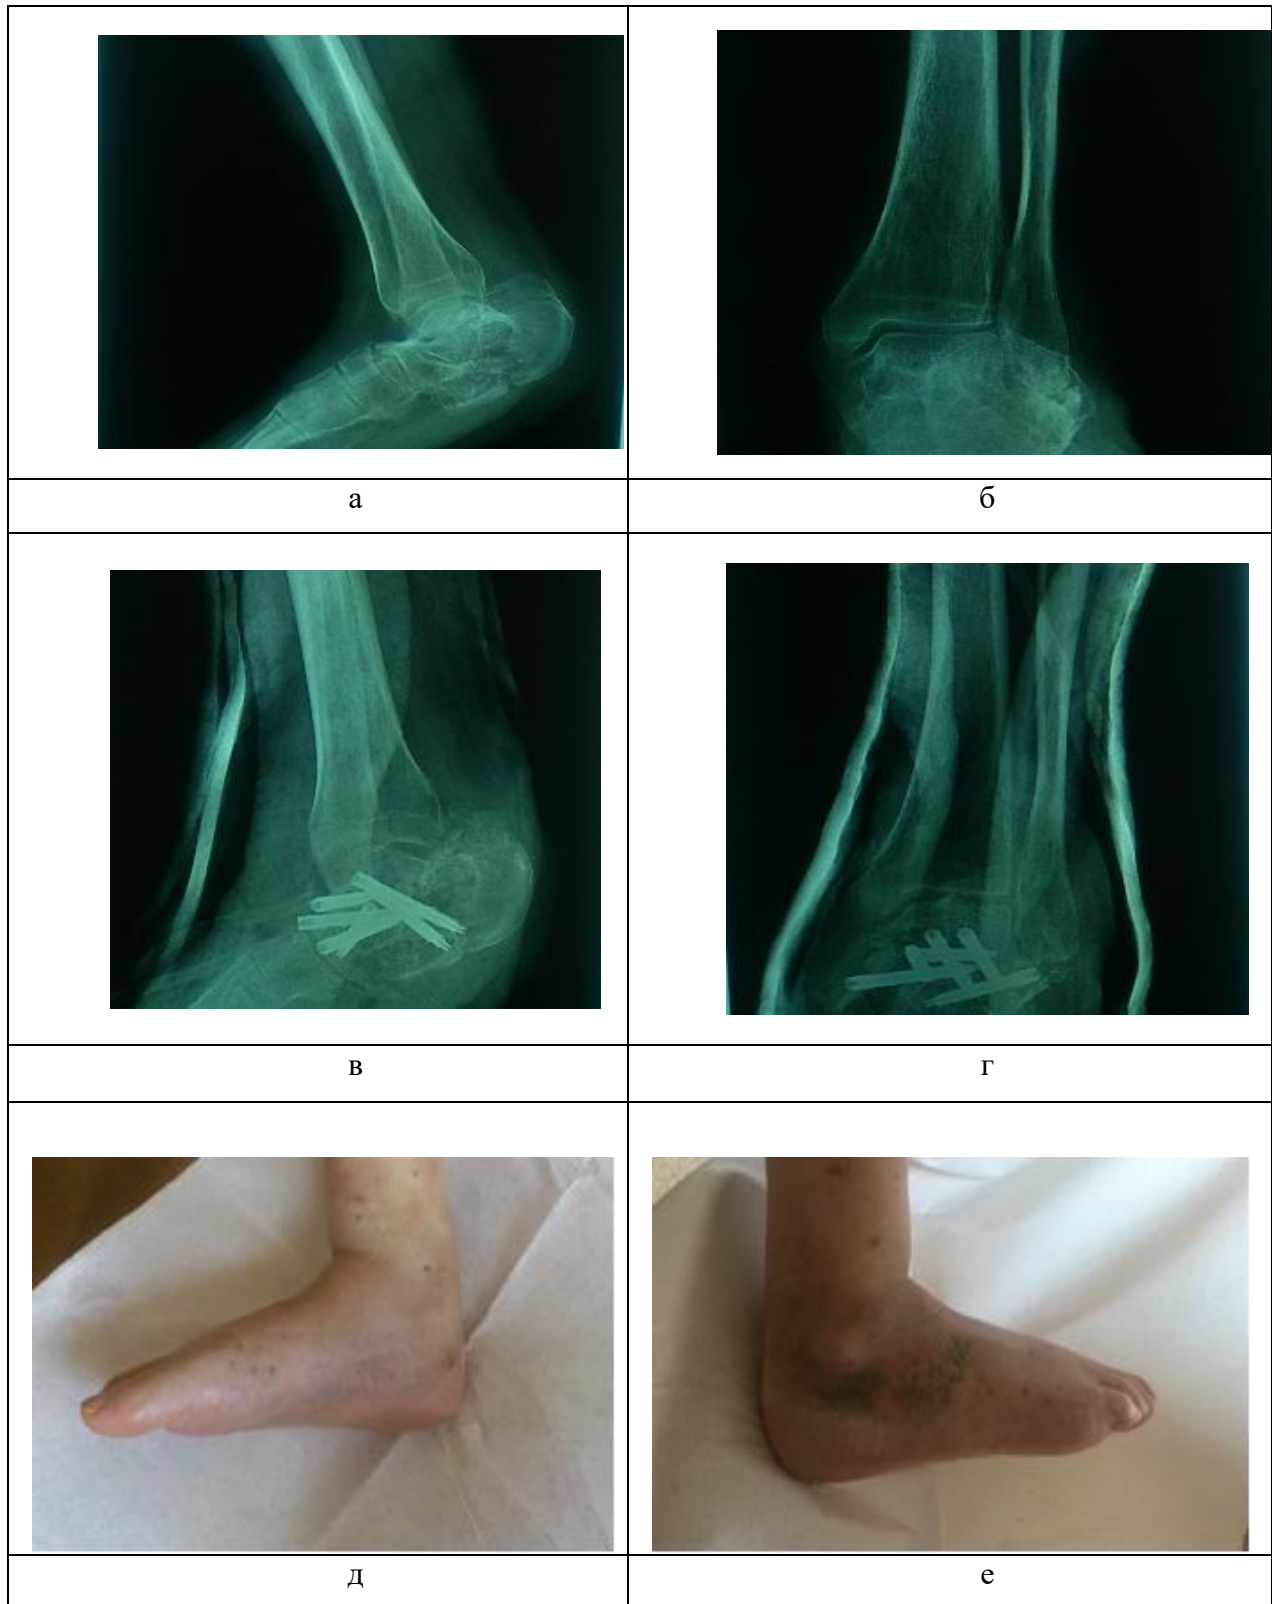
Клинический пример реконструкции у пациента с неправильно сросшимся переломом пяточной кости; артродез подтаранного, таранно-ладьевидного и таранно-кубовидного суставов канюлированными винтами с костной аутопластикой: а, б – рентгенограммы пациента до операции; в, г – после оперативного лечения; д, е – вид стопы через 1,5 года
